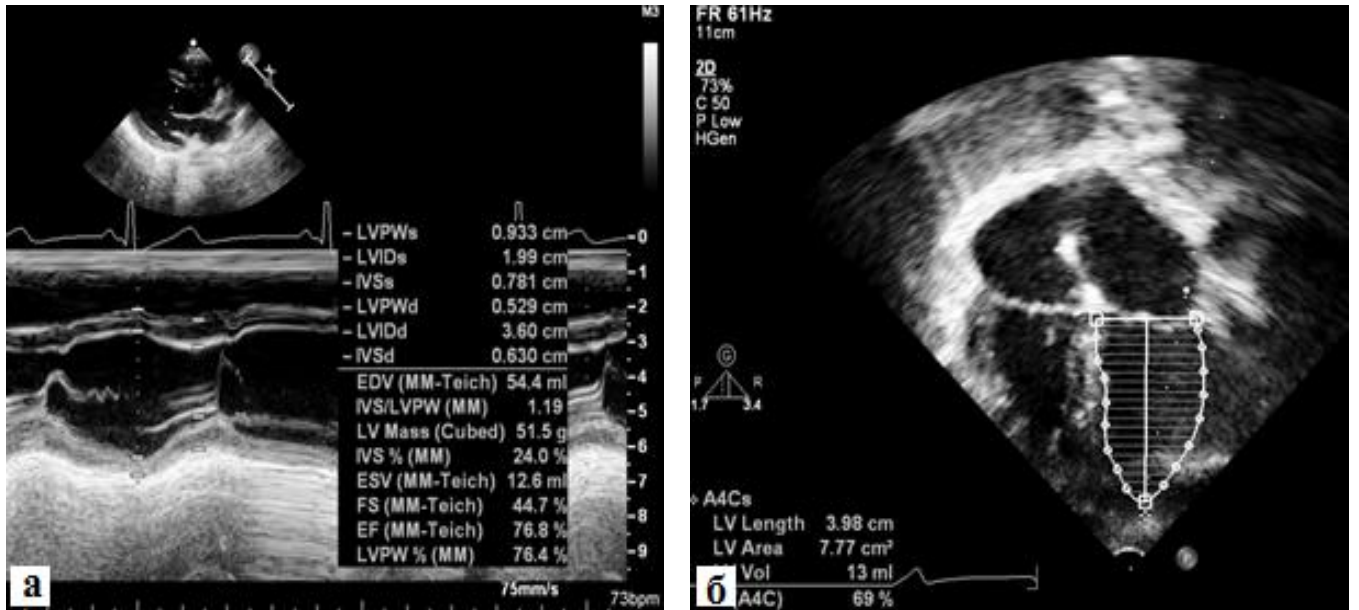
а, б – Эхокардиографическая оценка стандартных параметров ЛЖ и фракции выброса у пациента с ТАДЛВ через 5,5 лет после операции
